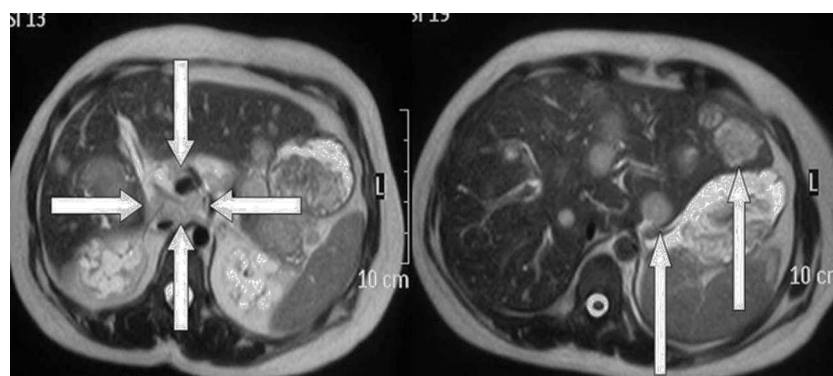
Resonancia magnética de abdomen superior donde las flechas indican un área de necrosis central del páncreas (derecha) y lesiones de metástasis en el hígado (izquierda).
